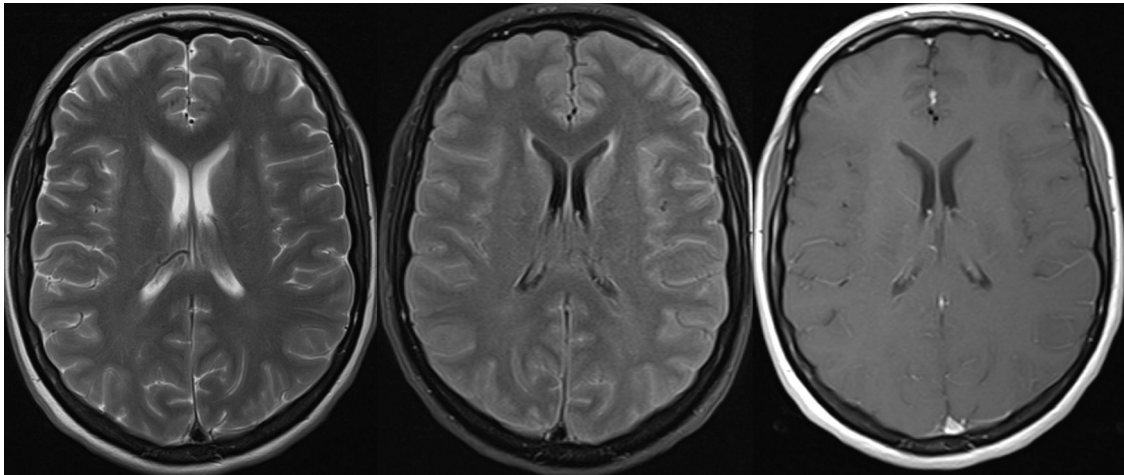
En la resonancia magnética cerebral no se observaron alteraciones morfológicas ni de señal en el parénquima en las secuencias potenciadas en T2 (izquierda) y en FLAIR (centro). Tampoco se visualizaron captaciones patológicas de contraste en las secuencias ponderadas en T1 con contraste (derecha).
